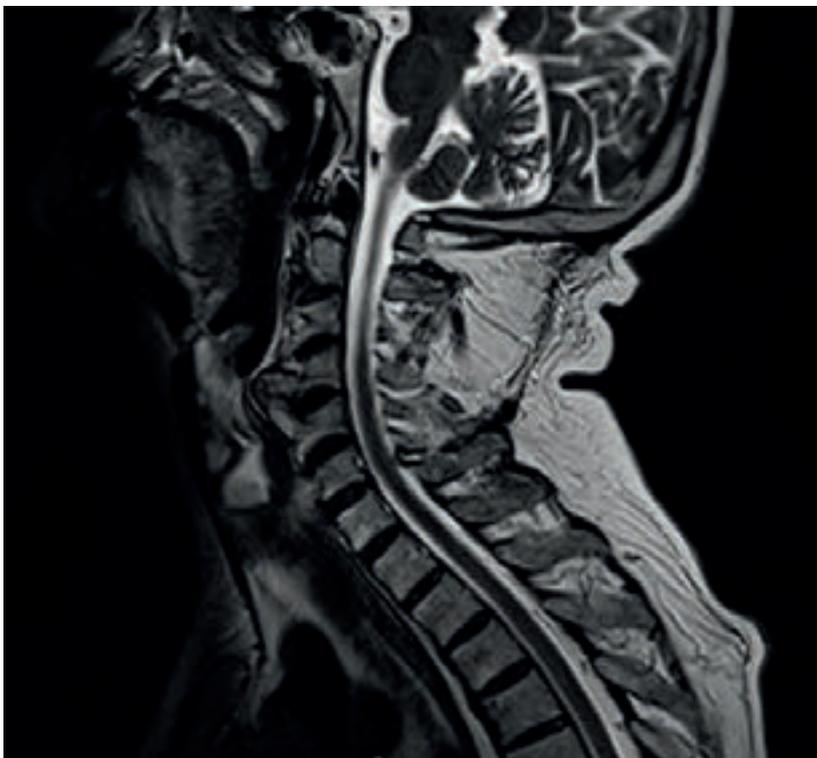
RM cervical (T2, corte sagital).
